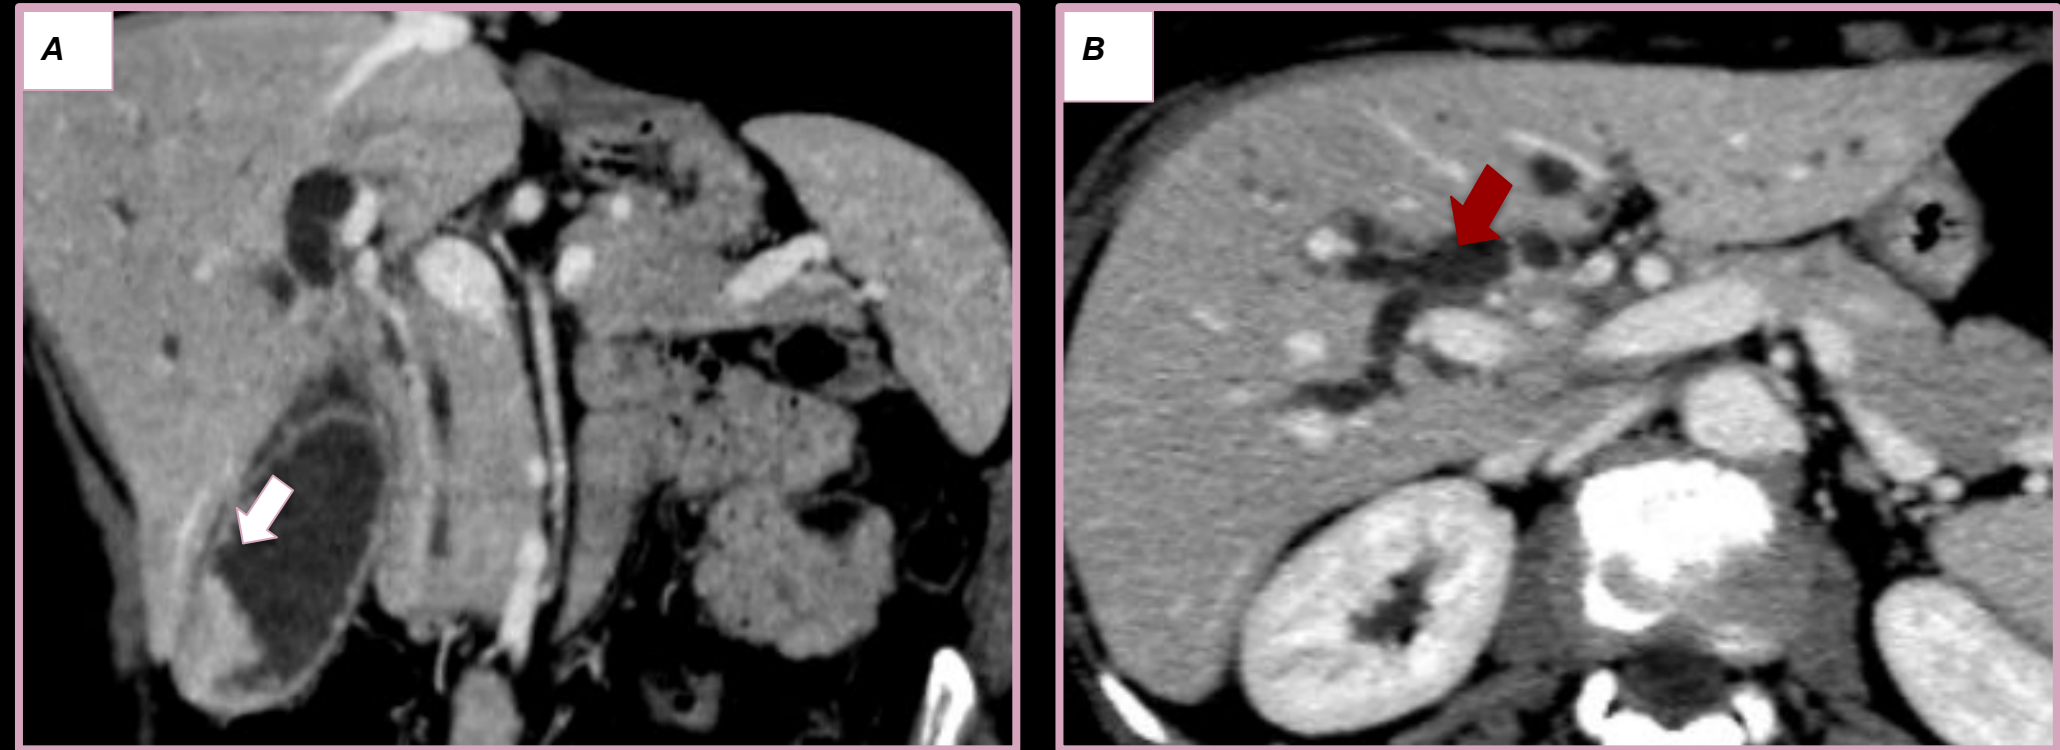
A-B) TC con contraste endovenoso en la cual se observa engrosamiento de la pared vesicular (flecha blanca) en A asociado a dilatación de la vía biliar intrahepática (flecha roja).
